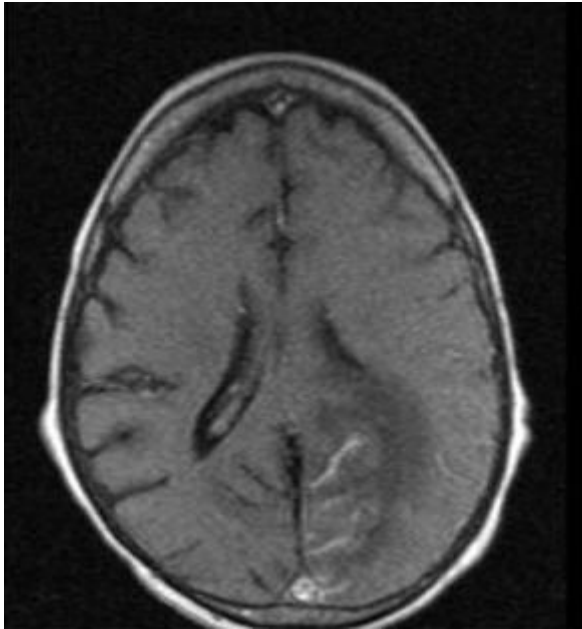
Imagen de RMN que muestra un edema vasogénico en la región parieto occipital izquierda que colapsa con el asta occipital del ventrículo lateral y exhibe realce de los giros después de la inyección de contraste*
